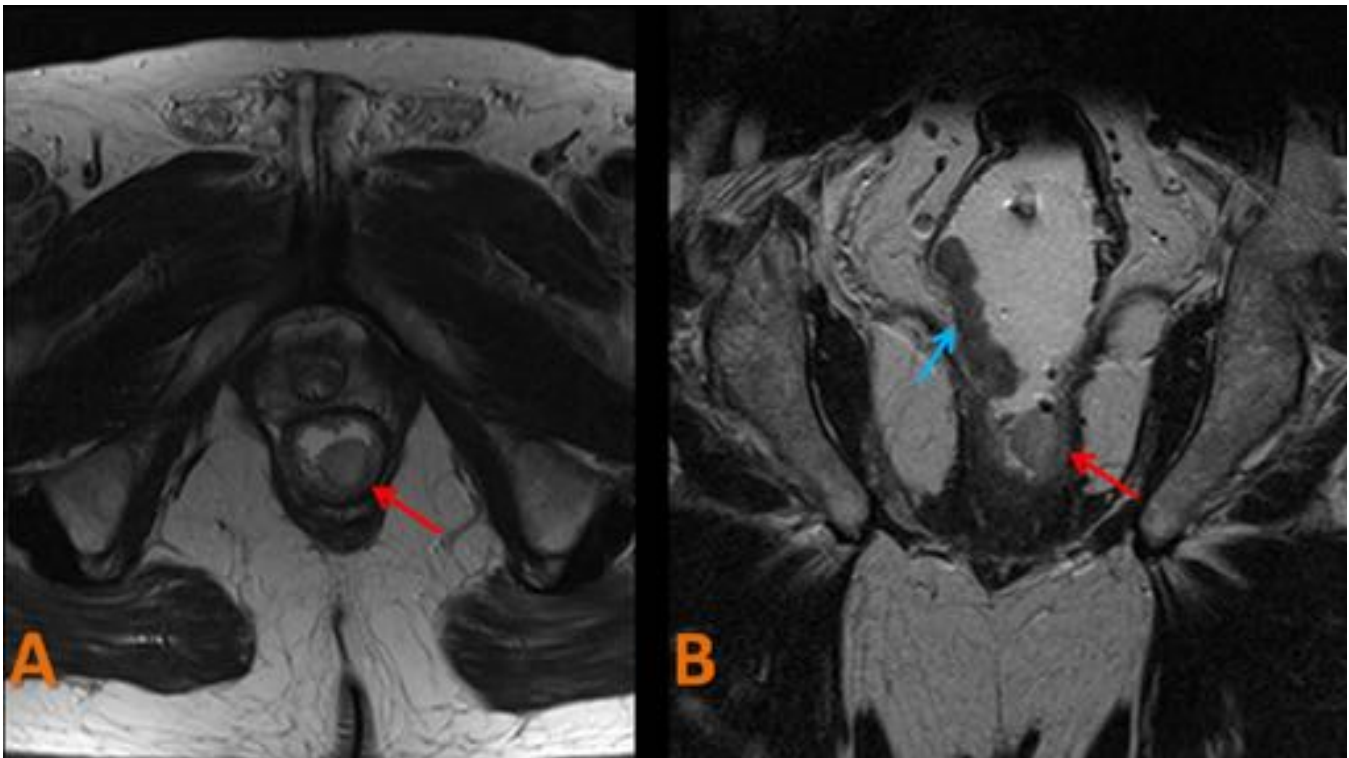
HEMORROIDE INTERNA. RM de pelvis potenciada en T2 TSE, plano axial (A) y coronal (B). Paciente de 67 años con neoplasia del recto medio (flecha azul), identificando, de forma incidental, una lesión polipoidea de bordes bien delimitados en la zona superior del esfínter anal. Muestra menor grado de hipointensidad en secuencias T2 que la lesión neoplásica. Hallazgos en relación con hemorroide interna (flecha roja).
